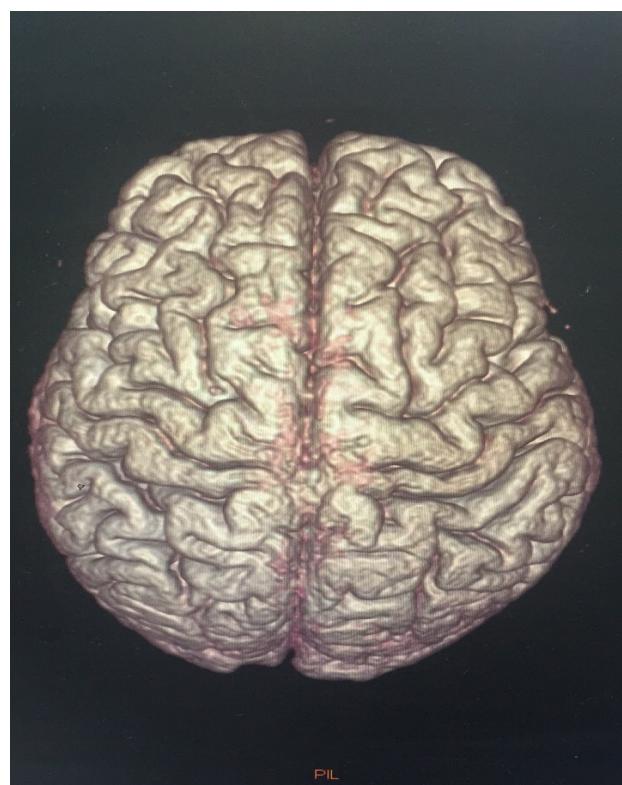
МР-томограмма головного мозга в аксиальной проекции пациента М., 78 лет
